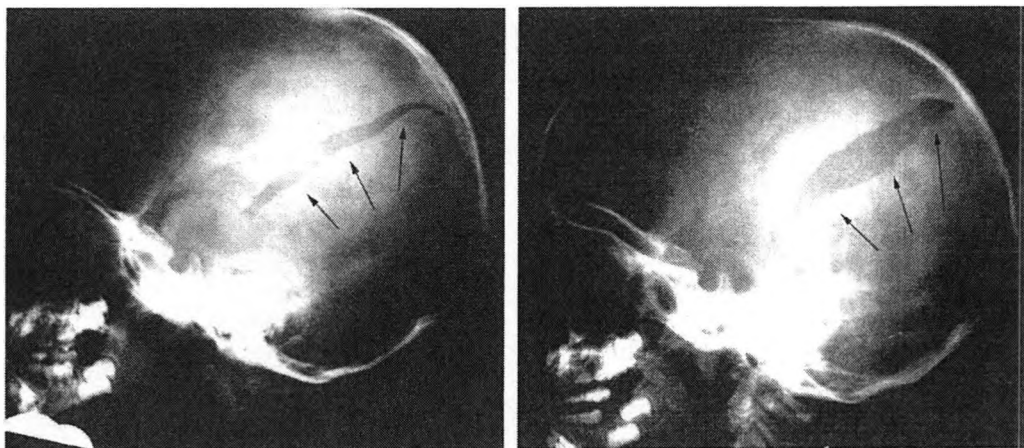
Radiografías laterales del cráneo que muestran una fractura evolutiva. o en crecimiento (flechas)
